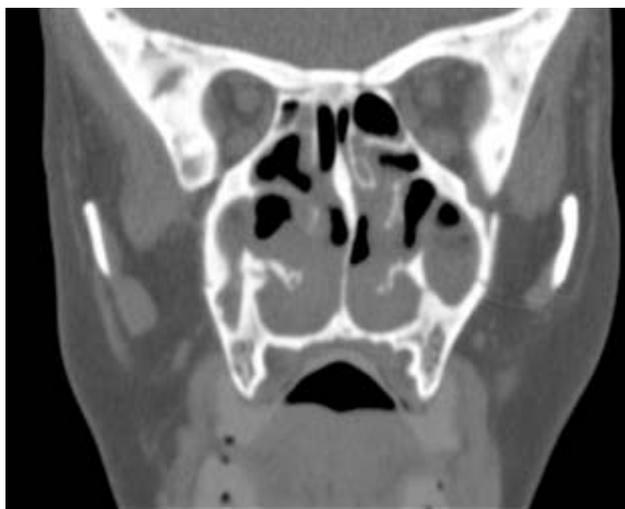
Tomografía axial computarizada de senos paranasales técnica multicortes.
